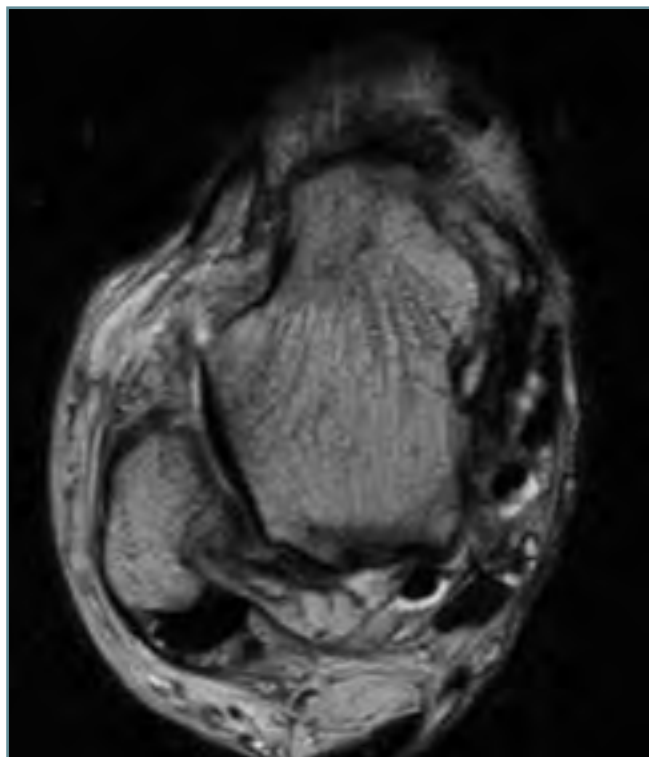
Corte axial de RM en el que se visualiza una grave lesión del ligamento peroneoastragalino anterior.
